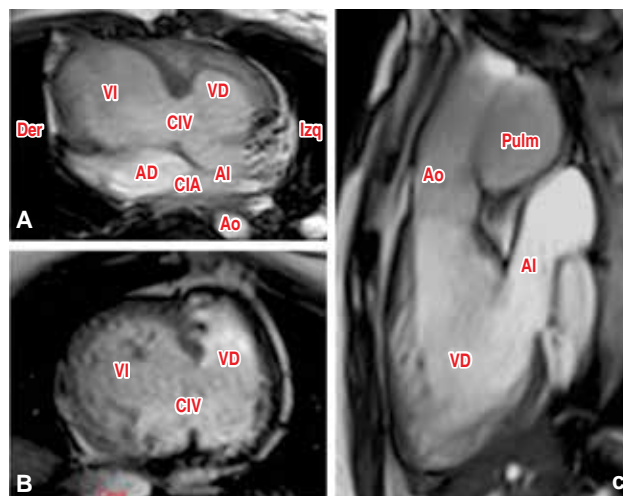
Resonancia cardíaca anatómica T2 sangre brillante. A. Cuatro cámaras foco en defecto septal, discordancia AV, CIV, CIA. B. Eje corto nivel de músculos papilares, CIV grande perimembranosa. C. Apical tres cámaras, transposición de grandes vasos, cabalgamiento de aorta con trayecto anterior a la pulmonar.
